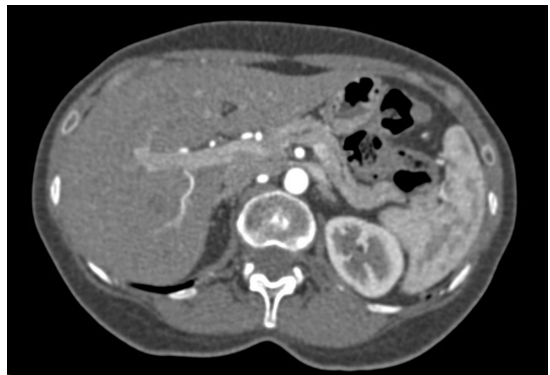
Angiotomografia demonstrando a compressão da veia renal esquerda.
